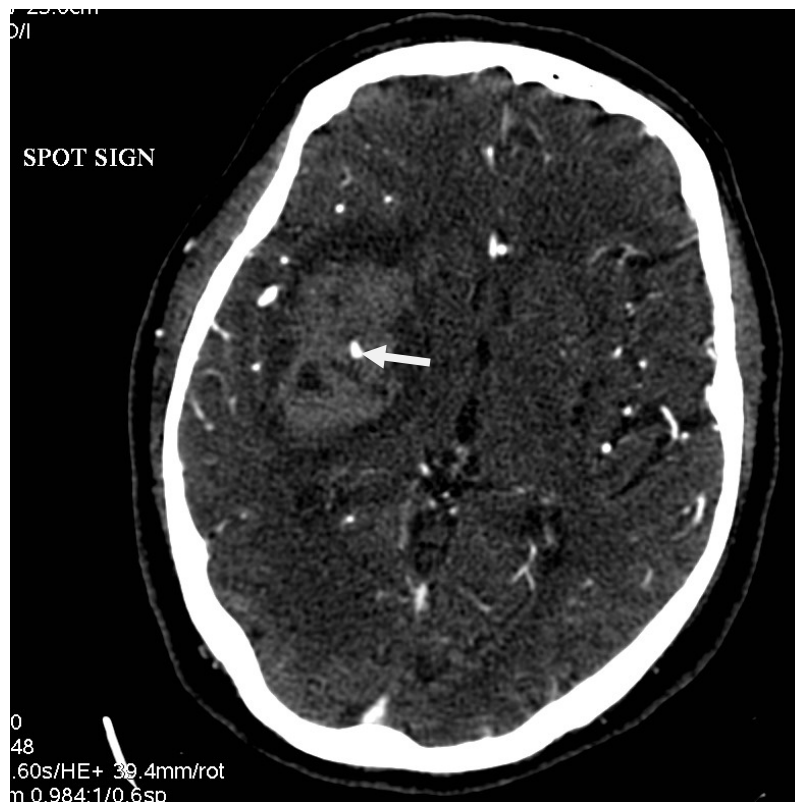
Angio-TC de polígono de Willis del paciente 1. Señalado por la flecha blanca se visualiza un foco de extravasación activa de contraste o spot sign.
